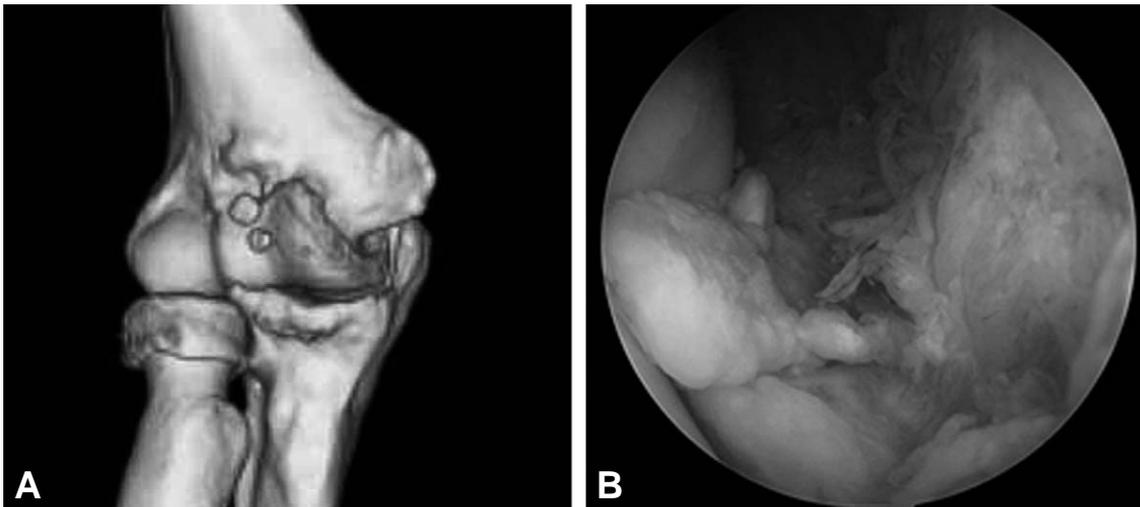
Osteoarthritic elbow of 66 year-old woman showed decreased range of motion and catching sensation. (A) Computerized tomography shows osteophytes on the coronoid fossa and multiple loose bodies, (B) Arthroscopic photo shows loose bodies at the anterior compartment.
